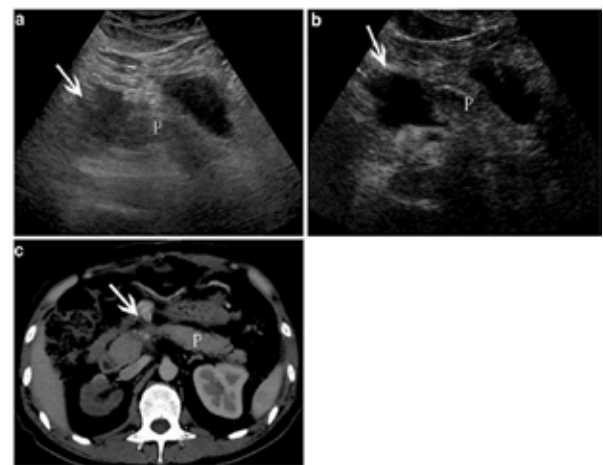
Trauma pancreático en adultos. Las imágenes "a" y "b" son de ecografía, la imagen "c" es de tomografía computarizada <sup>4</sup>.
